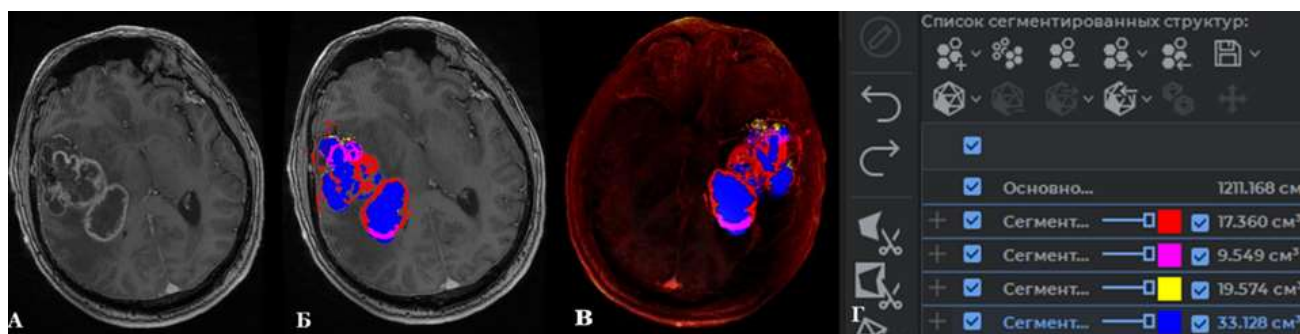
Пример расчета объема опухоли (злокачественной глиомы) сложной анатомической формы методом полуавтоматической сегментации в программе Инобитек DICOM-PRO. А – предоперационное МРТ в Т1-режиме с контрастированием. Б – предоперационное МРТ, создание многослойной сегментированной структуры опухоли путем отсечения на основании различий зон плотности опухолевой ткани и интактной ткани головного мозга. В – вид 3D-модели опухоли в аксиальной проекции. Г – автоматический подсчет объема сегментированной структуры, объем опухоли равен сумме указанных объемов отдельных сегментированных структур (Б-ин М.М., и/б № 57716/2015)
